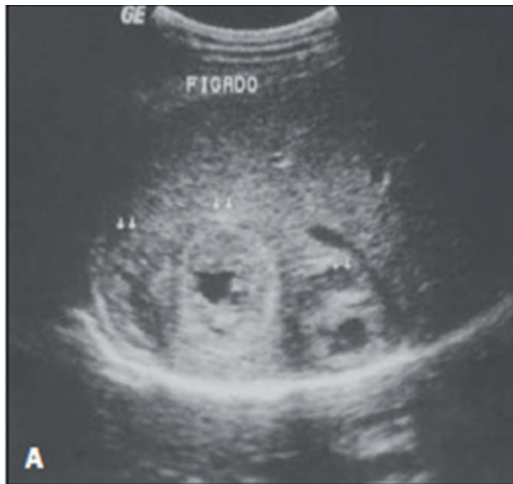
Figura A- Ultrassonografia abdominal exibe lesões nodulares heterogêneas no lobo hepático direito. (PELANDRE et al, 2008).
